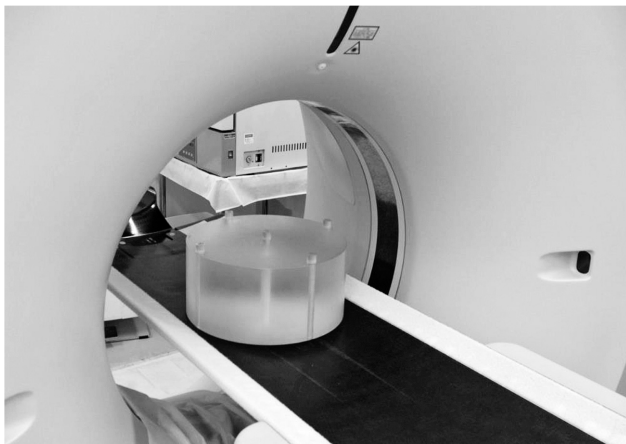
附属書(G参考)のCT-AECにおける長手方向管電流変調の評価試験のファントムの配置写真である。試験方法は文献5に示すドイツの評価試験方法を基本としている。
